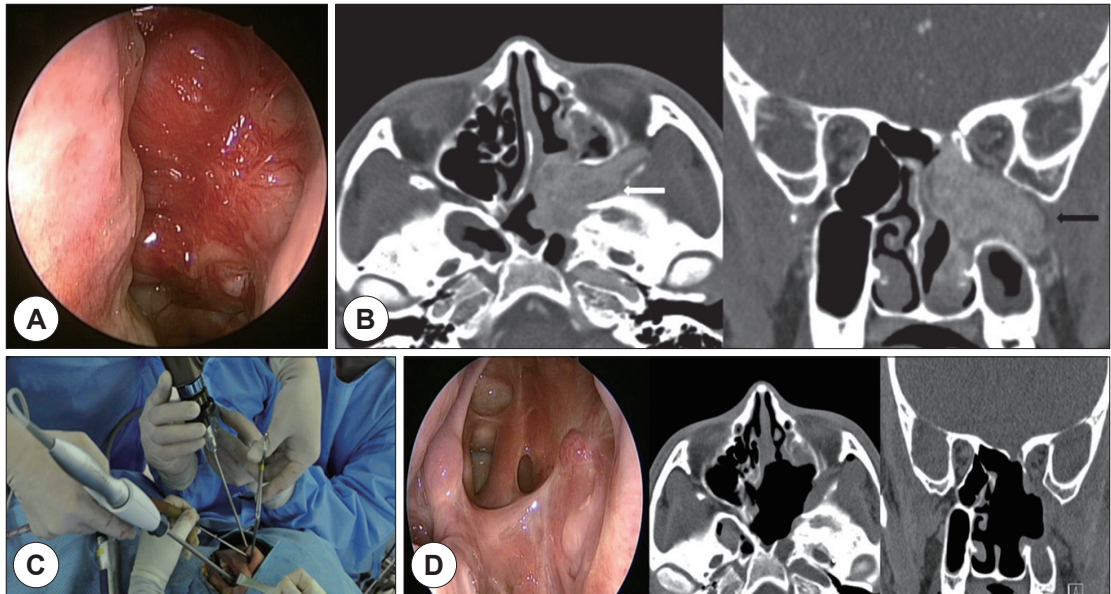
Preoperative, intraoperative and postoperative findings of the presented case. A : Preoperative nasal endoscopy showing pinkish polypoid mass filling the nasal cavity. B : Preoperative CT findings showing the heterogeneously enhancing mass extending to the left pterygopalatine and infratemporal fossae. C : Endoscopic endonasal approach using both nostrils and the left canine fossa opening (3 holes). D : Postoperative endoscopic and CT findings at 26 months after surgery.
